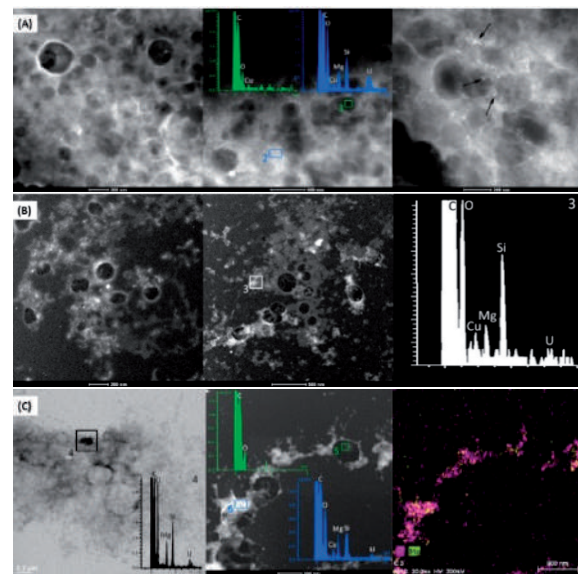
UHRTEM microphotographs, XEDS analysis and elemental X-Ray maps of MMn_L (a), MMn2_L (b) and MMn4_L (c). scale bars =200 nm.
